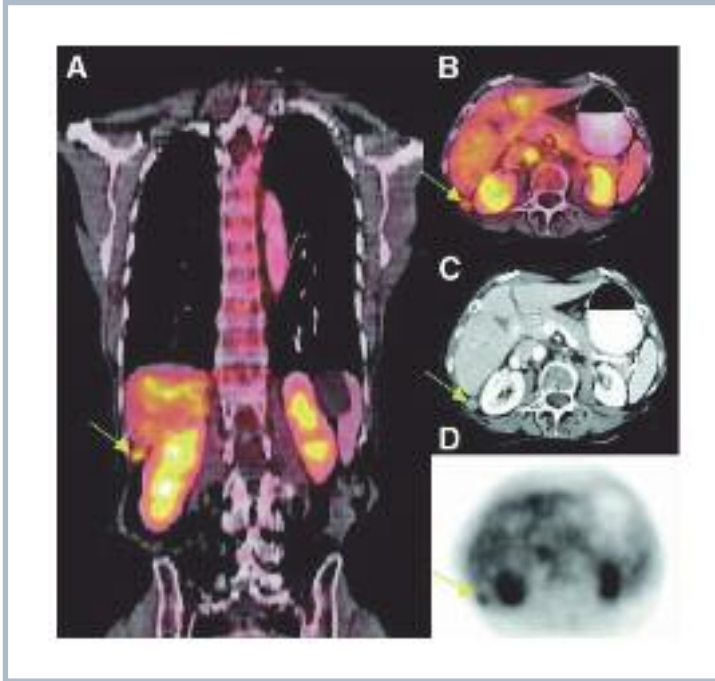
Foco pequeño de aumento moderado de captación de  $^{18}\text{F}$ -FDG. Corresponde a pequeño nódulo cuya biopsia confirmó el melanoma, y se realizó una cirugía posterior para esta metástasis solitaria.
